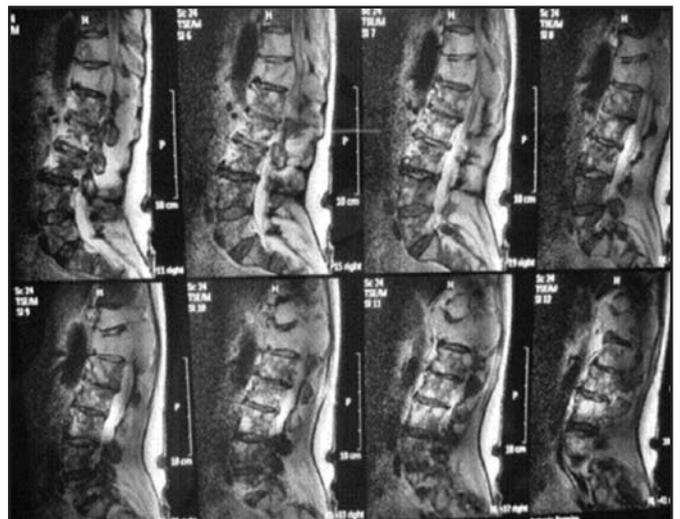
Ressonância nuclear magnética mostrando massa paravertebral.
